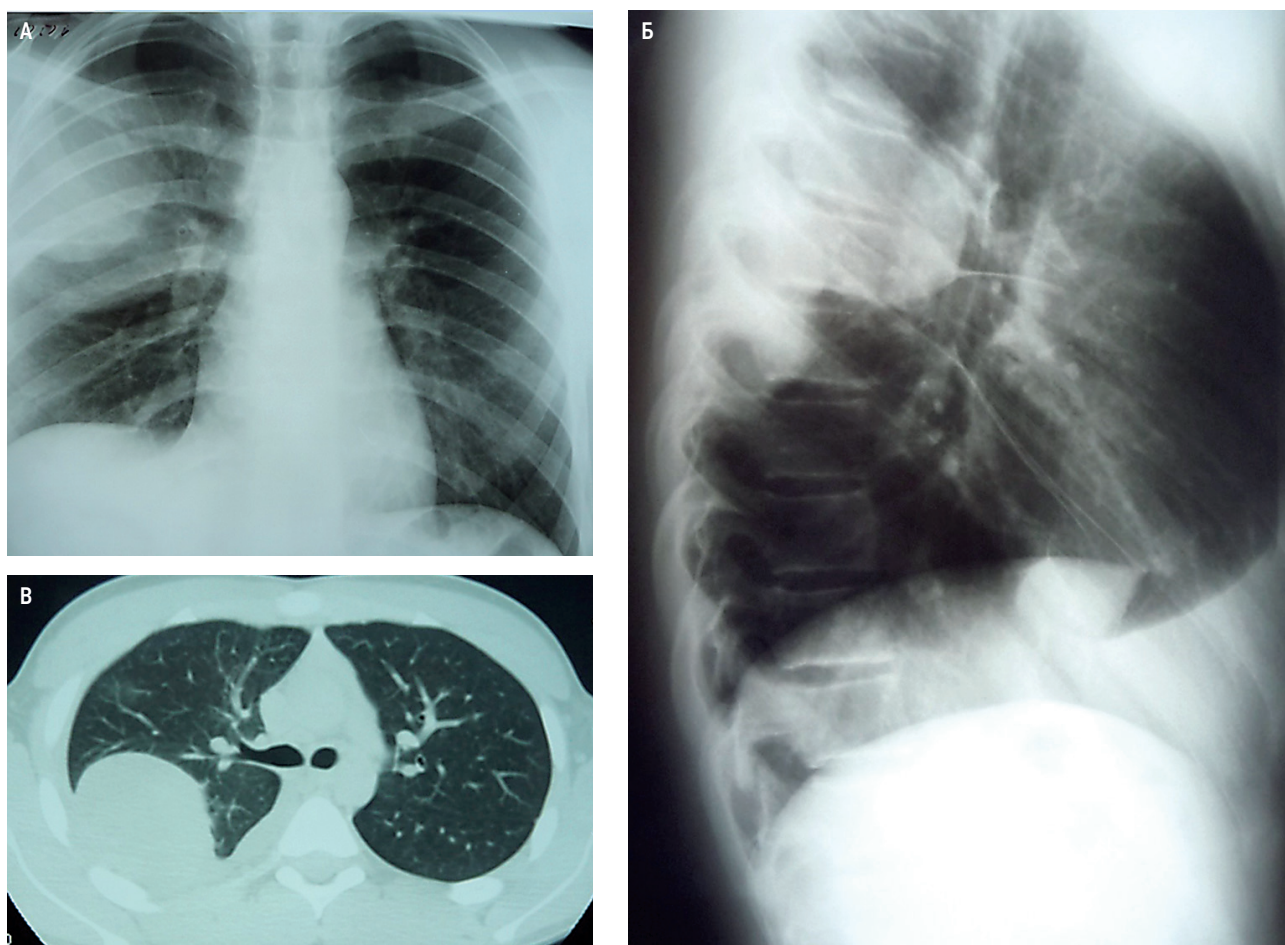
Лимфома грудной стенки: А, В – рентгенография; Б – компьютерная томография
